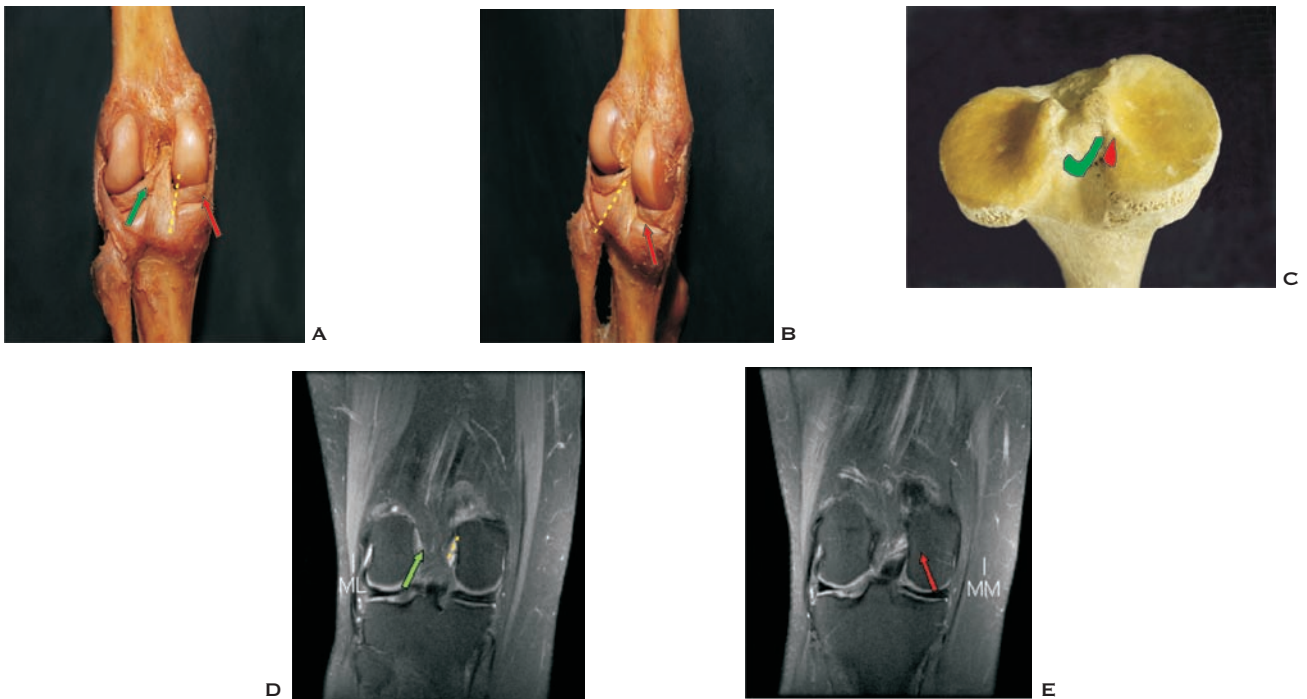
A e B: Peça cadavérica do joelho mostrando a raiz posterior dos meniscos medial (seta vermelha) e lateral (seta verde), e a relação com o ligamento cruzado posterior (linha amarela tracejada). C: Peça cadavérica evidenciando a área de inserção da raiz posterior dos meniscos medial (área vermelha) e lateral (área verde). D e E: RM do joelho no plano coronal mostrando a raiz anterior dos meniscos medial (MM) e lateral (ML).
